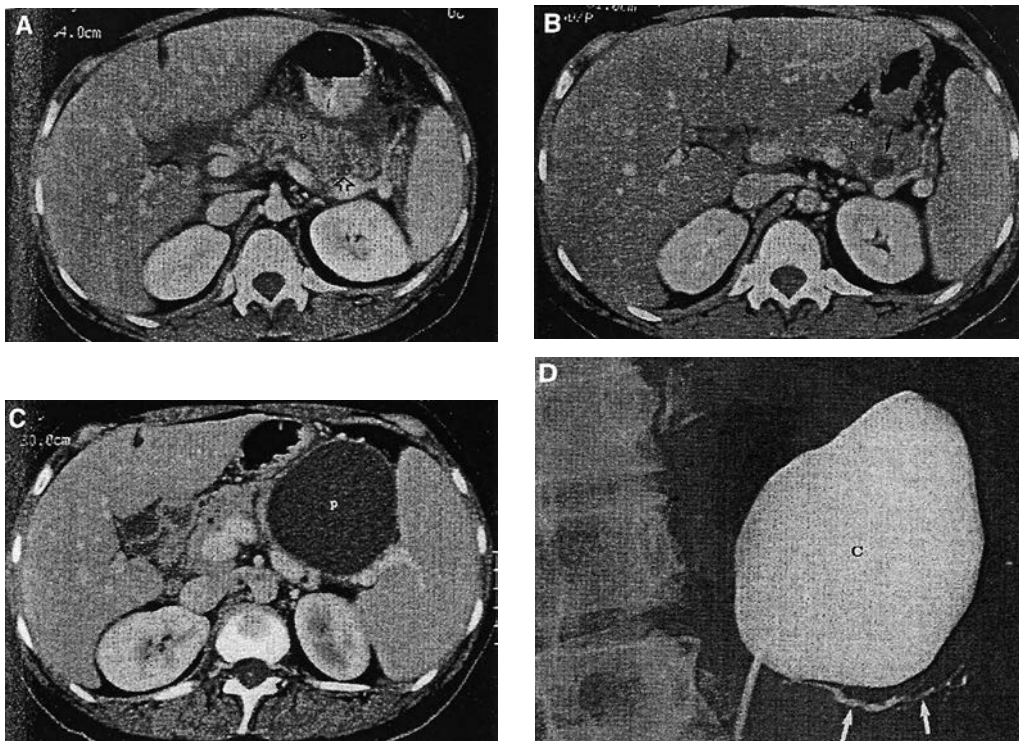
Pseudochist care comunică cu ductul pancreatic, A-Cu imagine CT de glandă mărit și peripancreatită, B-După externarea din spital, un examen CT după 2 săptămâni mai târziu indică o colecție reziduală, C-6 luni mai târziu pacientul prezintă durere abdominală. CT arată un pseudochist în creștere, D-Puncția transgastrică cu fistulografie indică comunicarea cu canalul Wirsung
